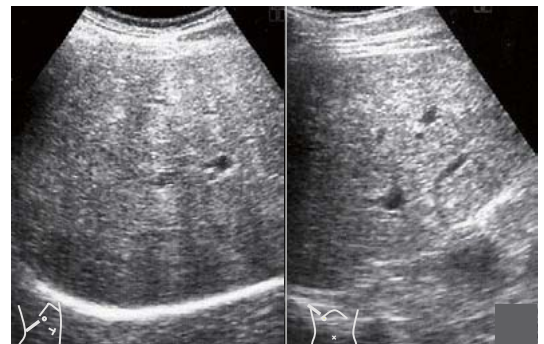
アルコール性肝硬変(肝障害)。脂肪化結節(高エコー結節)、肝内血管の不整狭小化。
